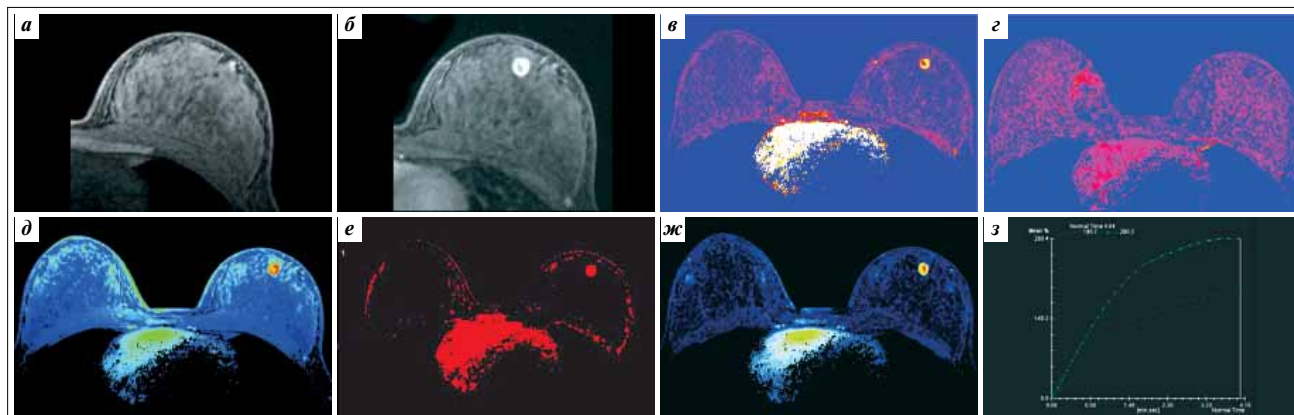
Пациентка Н., 26 лет. Гиперваскуляризованная интраканаликулярная ФА левой МЖ. На преконтрастных изображениях ФА имеет изоинтенсивный сигнал и отчетливо не визуализируется на фоне хорошо развитой железистой ткани МЖ, которая имеет те же сигнальные характеристики (а). После внутривенного болюсного введения парамагнитного КВ ФА характеризуется неравномерным (б) и равномерным накоплением КВ на протяжении всего времени исследования, что отчетливо отражается при построении графической зависимости увеличения интенсивности сигнала в течение времени (з, П тип кривой: синяя — от периферических, зеленая — от центральных отделов ФА). ФА быстро накапливает КВ в первые минуты исследования (в, wash-in) с задержкой его вымывания на фоне неизменной железистой ткани МЖ (г, wash-out) и по сравнению с ней. Повышенная васкуляризация ФА отчетливо определяется на цветовых перфузионных картах (д — MIP time, е — TTP, ж — PEI)
